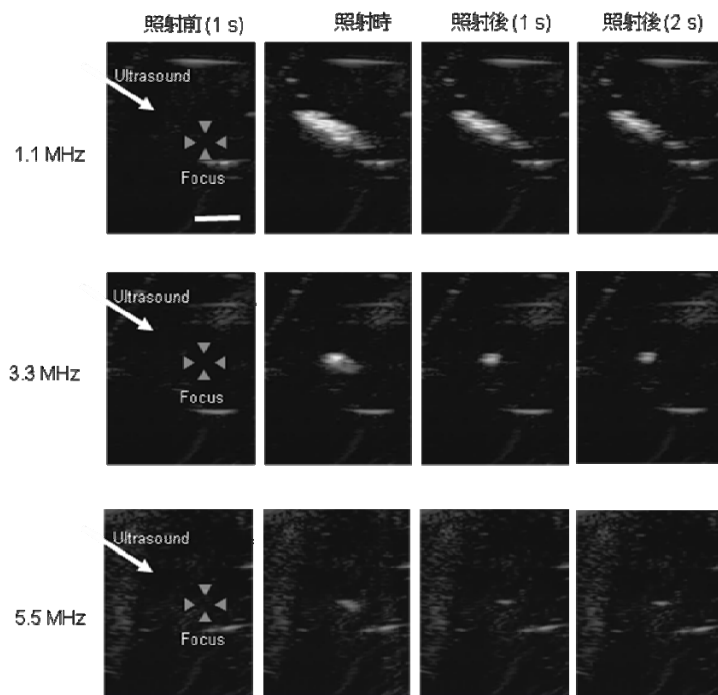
2-1-2 相変化時の超音波画像上の変化
